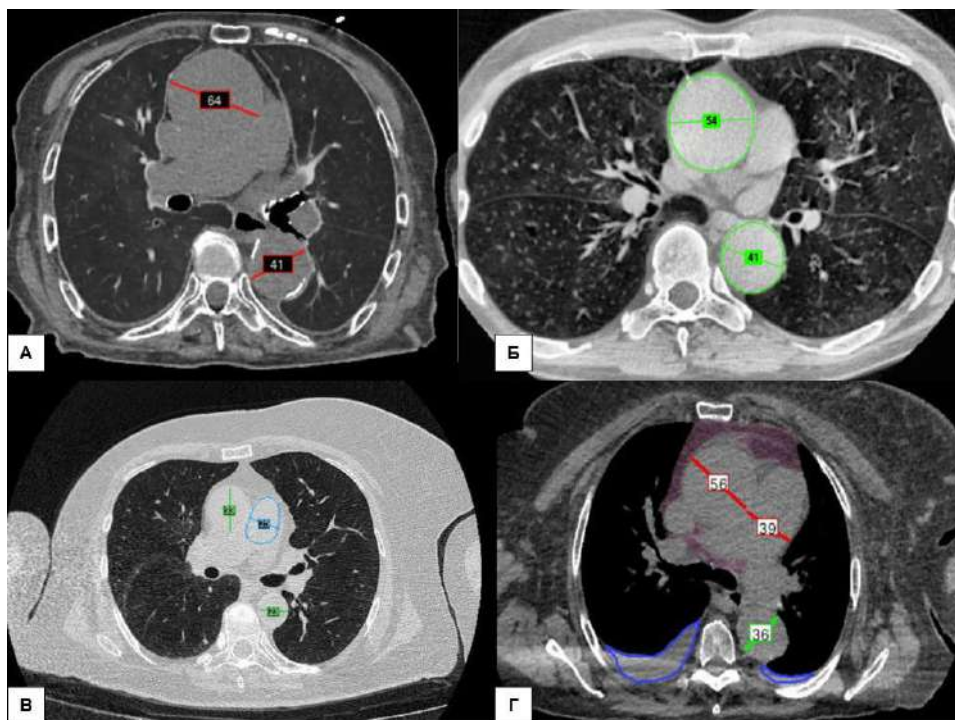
Пример работы отечественных сервисов ИИ на КТ ОГК. Эти сервисы корректно выделили и отметили патологическое расширение восходящего и нисходящего отделов аорты. А — красная линия обозначает аневризму, Б — зеленая линия и контур указывают на аневризму, В — зеленая линия обозначает аорту без патологических расширений и включает дополнительный модуль голубого цвета, который измеряет диаметр легочного ствола. Г — красная линия показывает размер аневризмы восходящей аорты, зеленая линия — размер нисходящего отдела и с помощью дополнительного модуля — патологическое расширение легочного ствола (красная линия) и плеврального выпота (фиолетовый контур)
